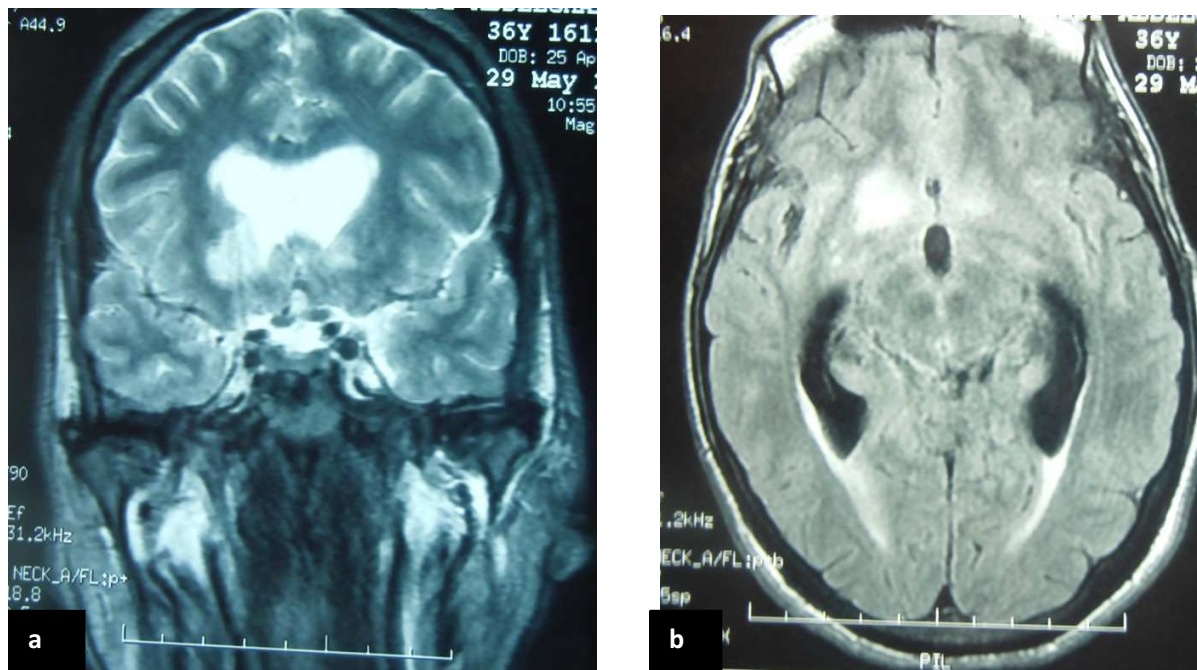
IRM encéphalique en séquence pondérée T2 en coupe coronale (a) et T2 FLAIR en coupe axiale (b) montrant une image en hypersignal évoquant un AVC du noyau caudé.
